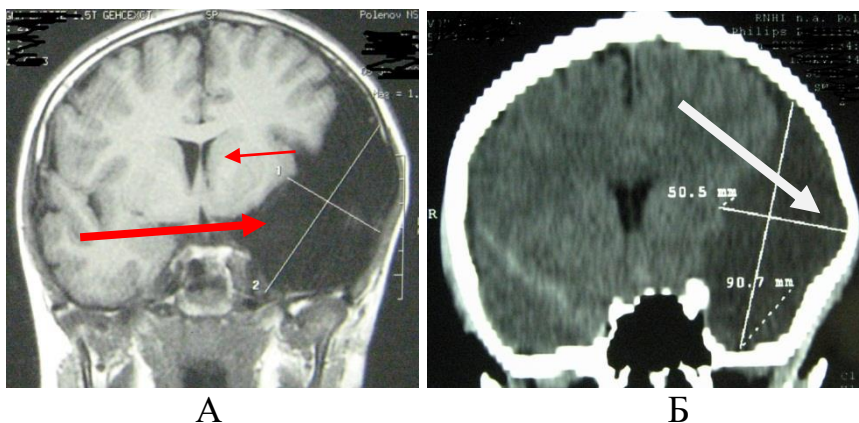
МРТ (А) и СКТ (Б) головного мозга. Заключение: киста и компримированный желудочек мозга (стрелки красного цвета), деформация чешуи височной кости (указано белой стрелкой)
